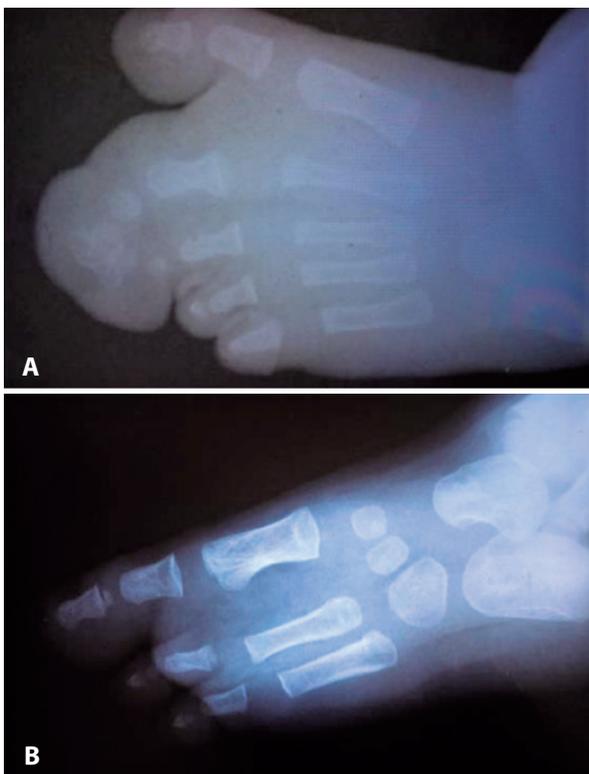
A. Radiografia pré-operatória de macrodactilia de 2° e 3° raios. B. Radiografia pós-operatória de amputação de 2° e 3° raios. Fonte: Arquivo pessoal do autor.
